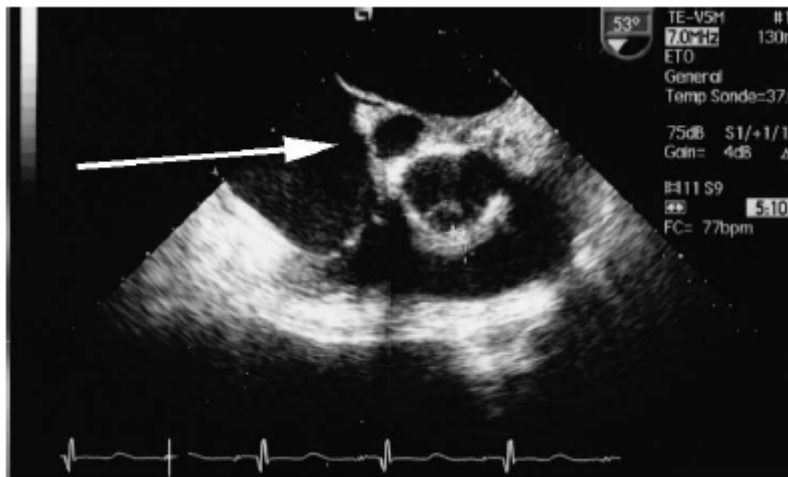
échocardiographie transoesophagienne montrant un abcès du trigone aortomitral (flèche) [6]
